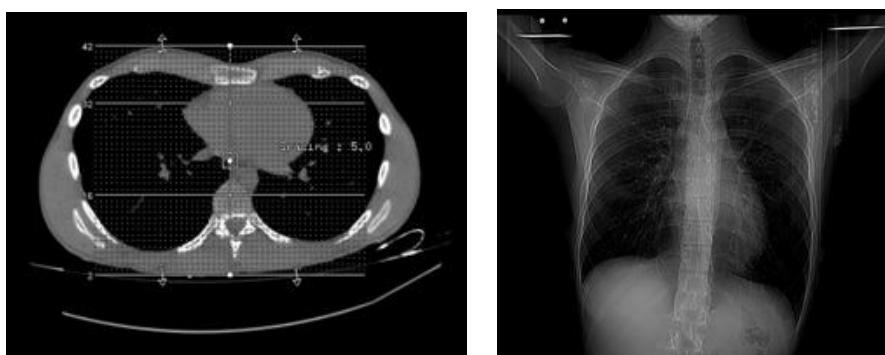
TACR de Junio de 2018 y radiografía complementaria: se aprecian un pectus excavatum recidivado por desplazamiento posterior del esternón.
